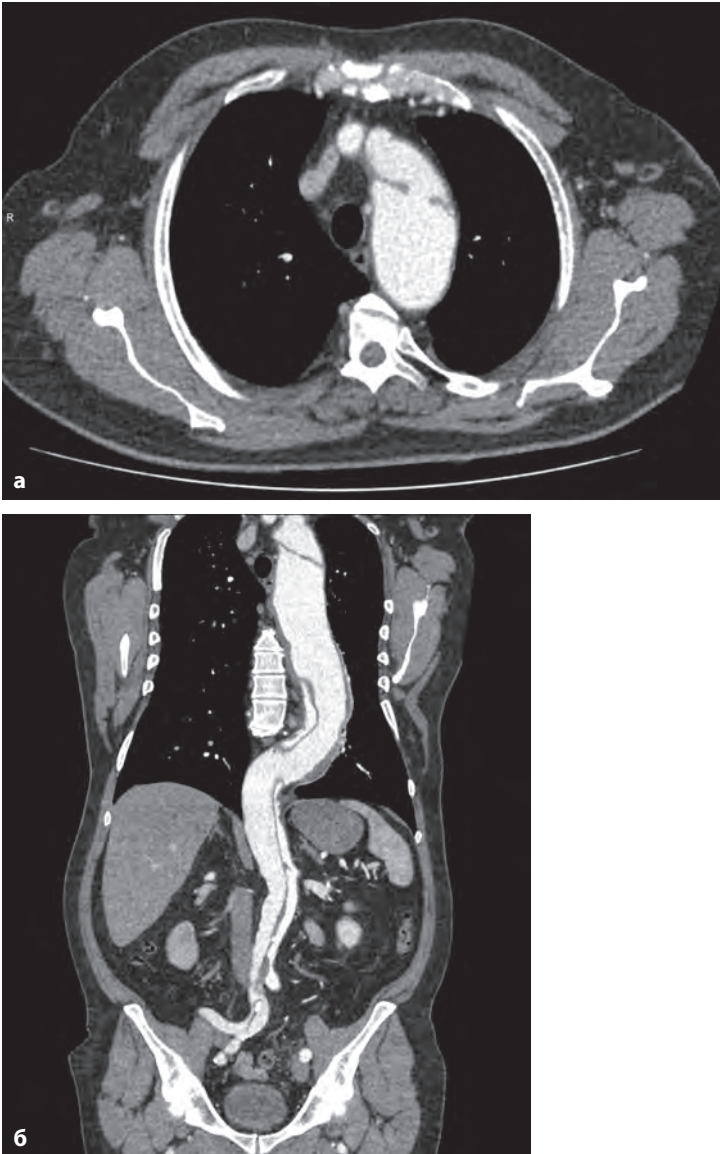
Ангиоаортография, МСКТ пациента с расслаивающей аневризмой аорты, 3-й тип по Дебейки (проксимальная фенестрация на уровне устья левой подключичной артерии, дистальная фенестрация на уровне правой общей подвздошной артерии) с формированием истинного и ложного просветов. В ложном просвете выявляются дефекты контрастирования – тромботические массы: *а* – аксиальная плоскость, *б* – фронтальная плоскость.
